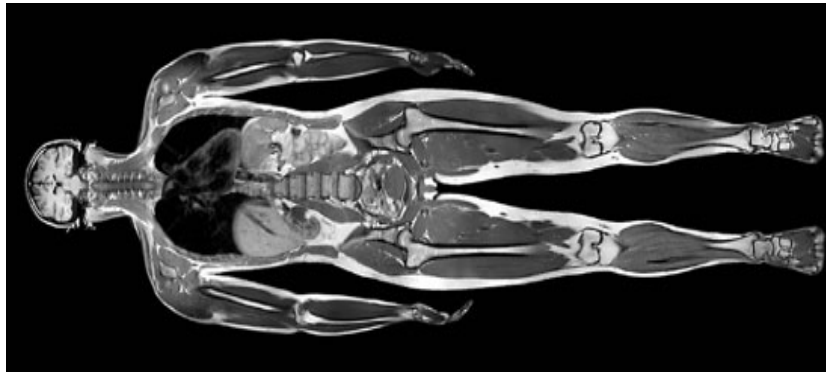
IRM corps entier
